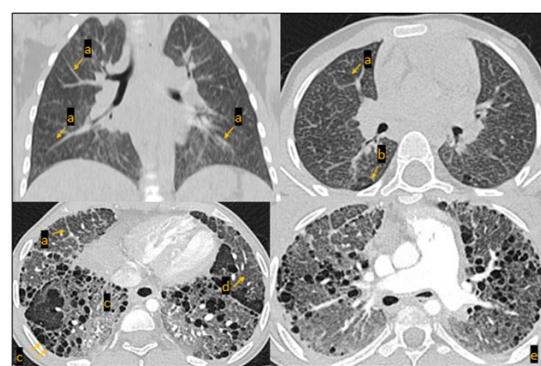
Quadro HRCT di chILD, ove si osservano: a. ispessimento dei setti interlobulari; b. aree cistiche; c. aree di honeycombing; d. aree di ground glass; e. quadro di fibrosi polmonare avanzata.
